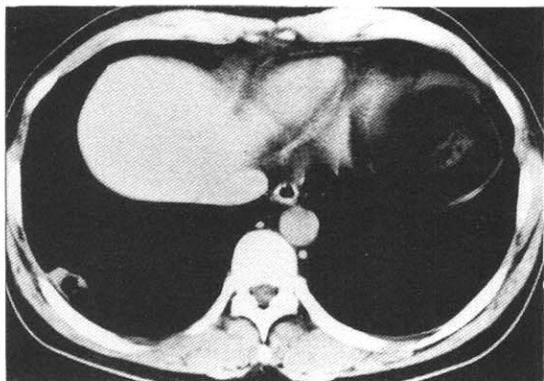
Axial CT scan showed small irregular thick-walled cavitory lesion in the periphery of lateral basal segment of Right lower lobe.
